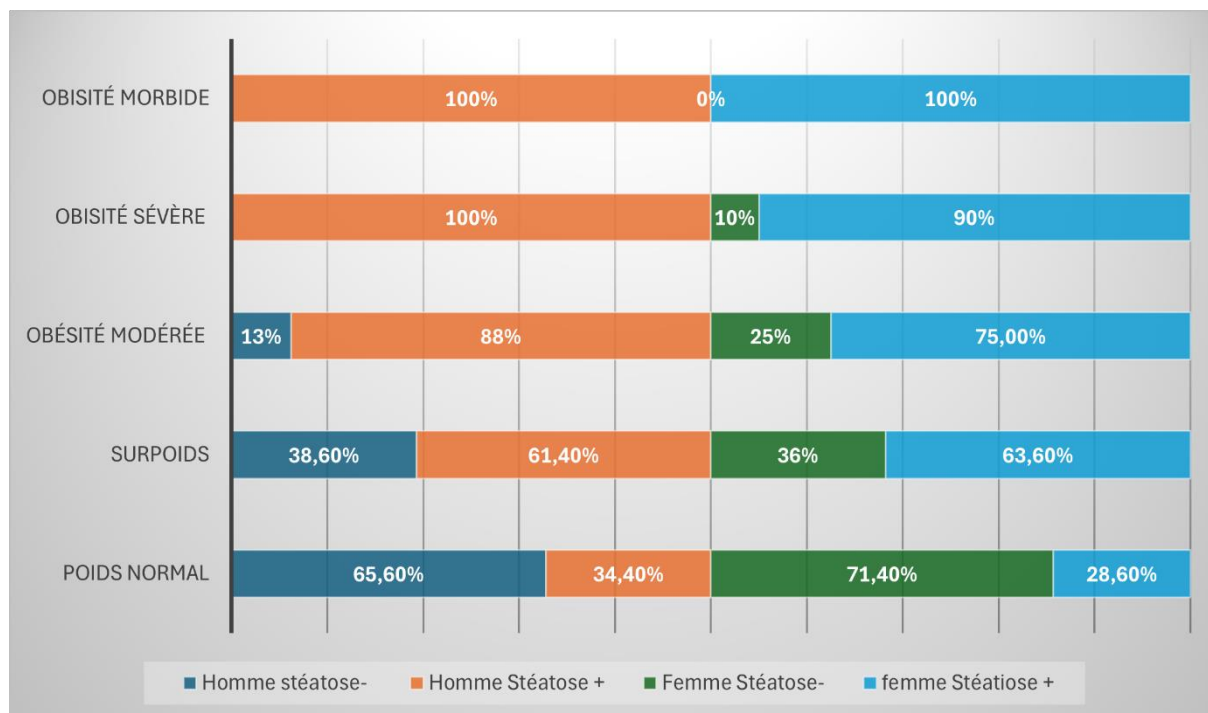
Résultats de l'échographie en fonction du BMI et du sexe
